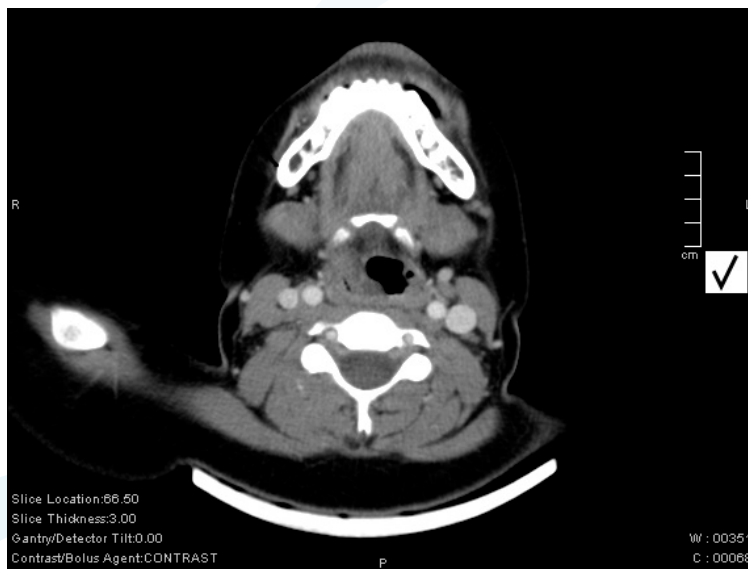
TAC cervical con contraste.
